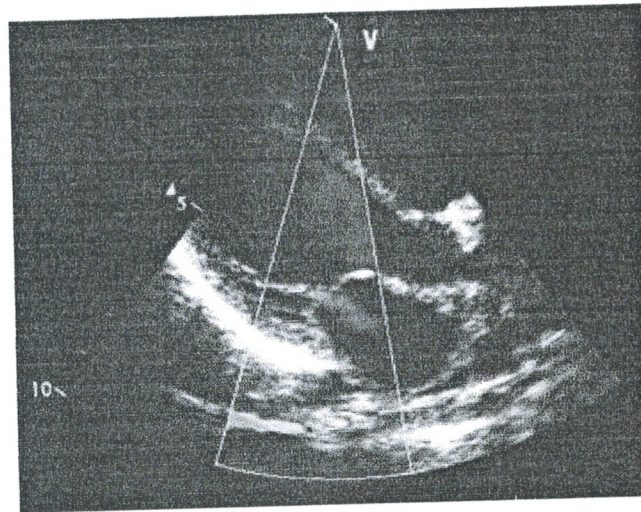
écho-Doppler cardiaque montrant une fuite mitrale minimale
